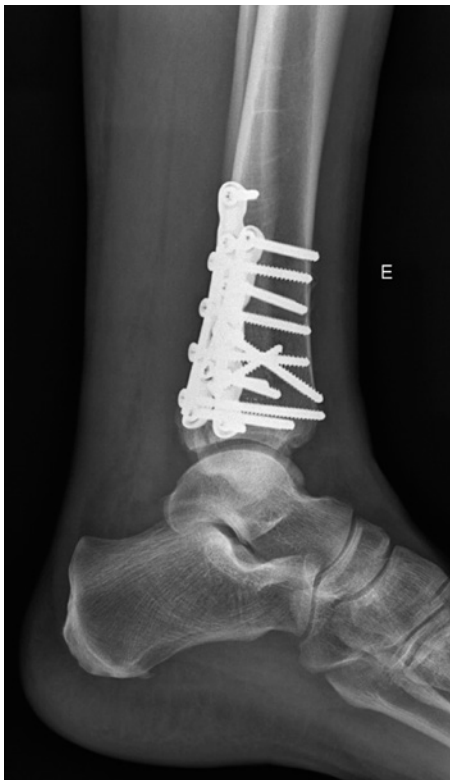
Radiografia pós-operatória, fixação do maléolo posterior por acesso posterolateral. Este paciente também recebeu um acesso posteromedial para tratamento de componente medial do maléolo posterior.
